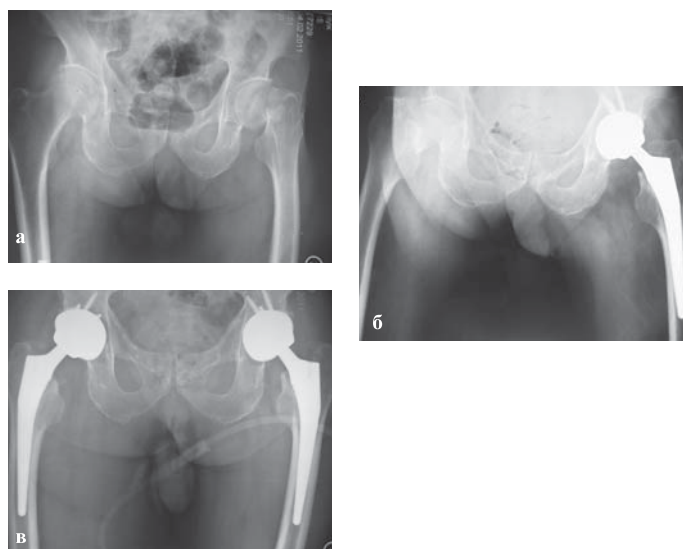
Рентгенограммы ТБС больного 75 лет. а – до операции; б – перелом шейки правой бедренной кости через 5 мес после эндопротезирования левого ТБС; в – после эндопротезирования правого ТБС.
